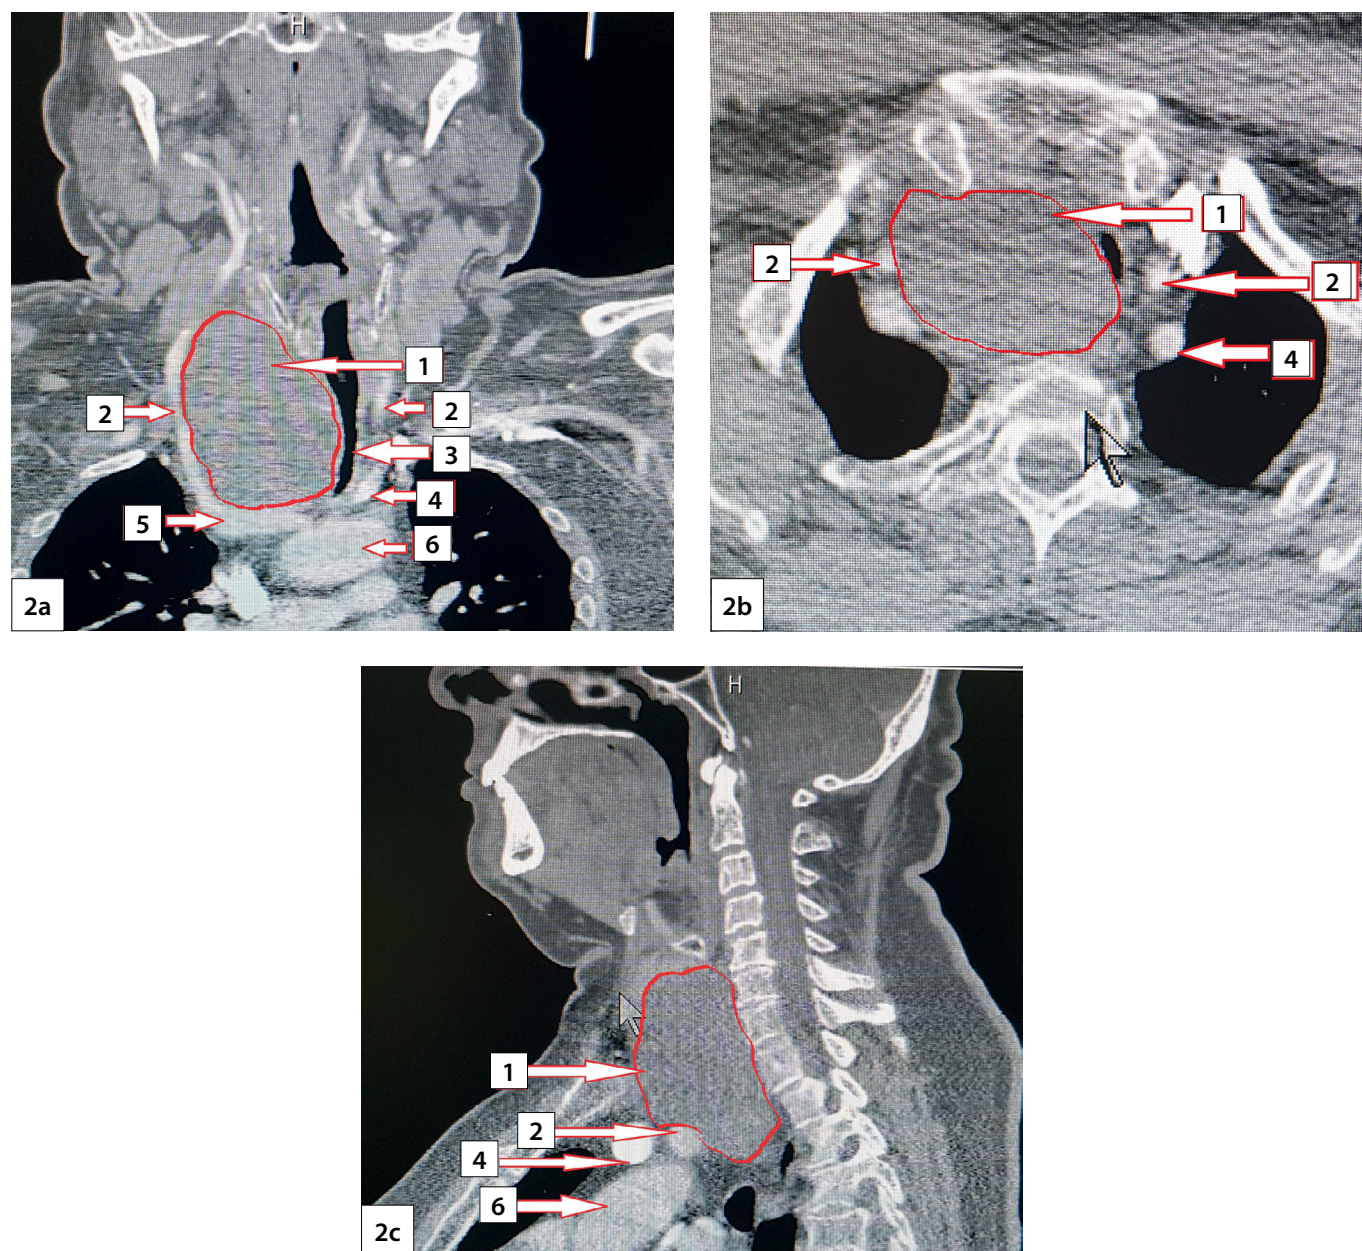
Компьютерная томография шеи с ангиографией после транскутанной аспирационной пункции кисты.
